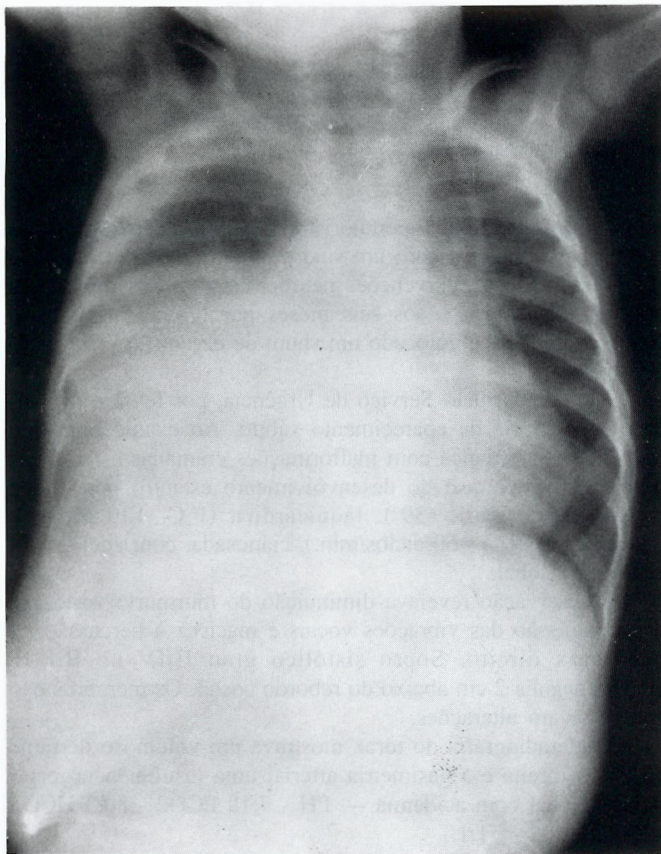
Radiografia do tórax e abdome evidenciando ponta do cateter ventriculo-peritoneal no abdome.
